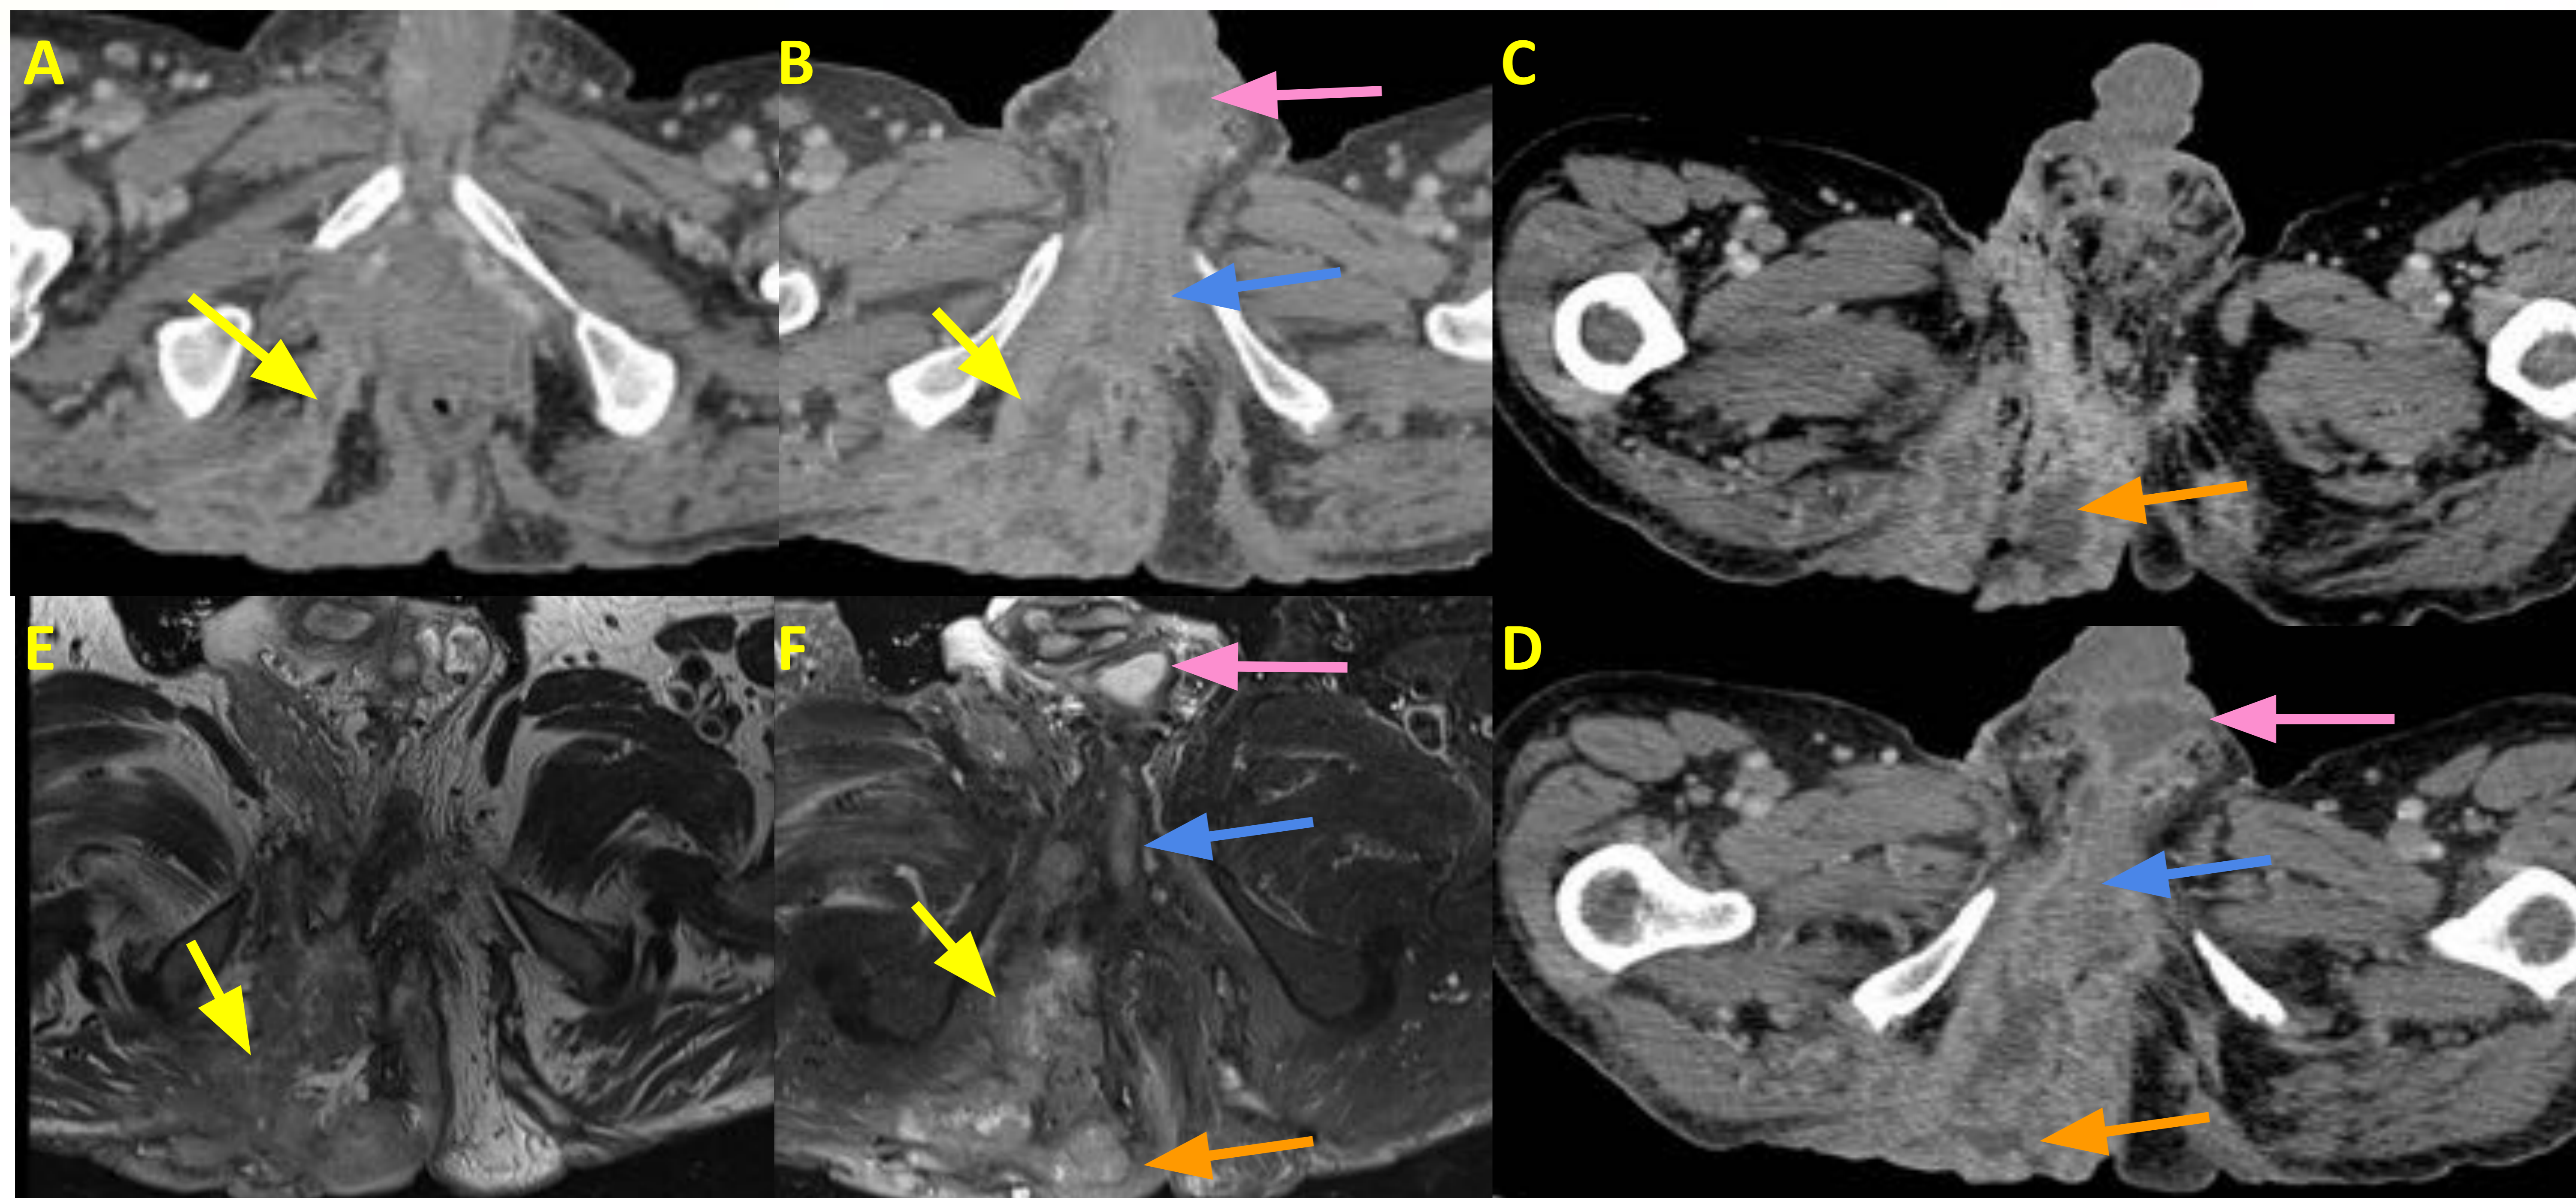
Abscesificación de neoplasia escamosa de canal anal infiltrativa. Los cortes de TC (A,B,C,D) muestran un extenso componente de partes blandas que desestructura el espacio perineal y con múltiples colecciones de morfología irregular asociadas (flechas amarillas) de paredes hipercaptantes que se extienden por el espacio perineal, fosa isquioanal derecha y el tejido celular subcutáneo adyacente (flecha naranja), raíz del pene (flecha azul), y escroto (flecha rosa). Los cortes de resonancia confirman los hallazgos visualizados por TC y ofrecen una mejor definición de la anatomía perineal (E,F).
